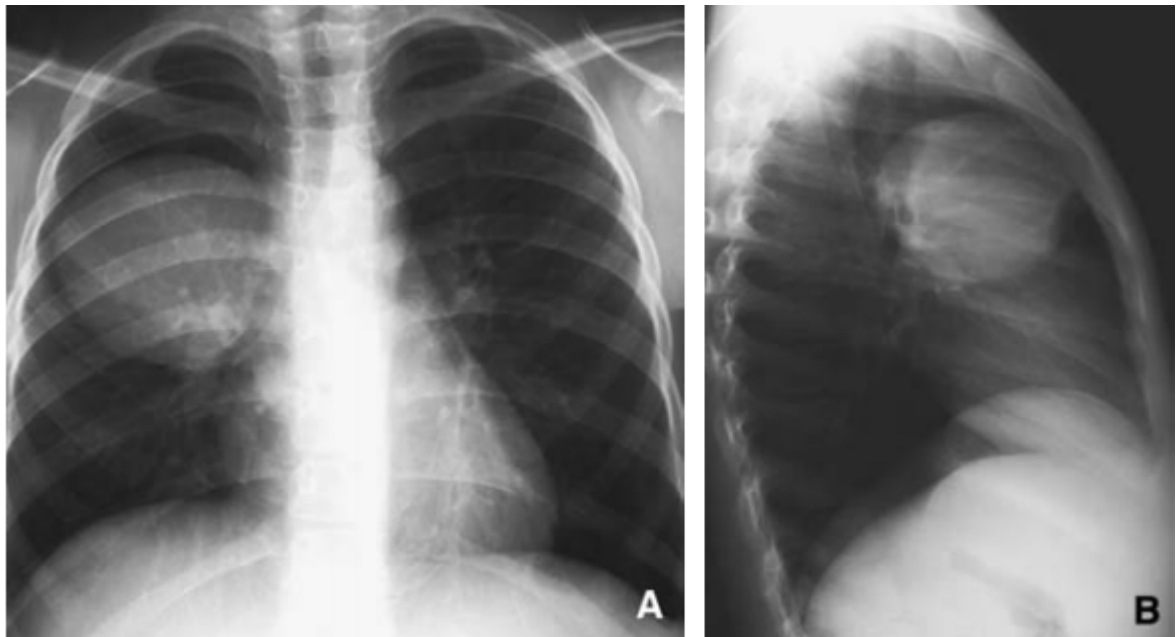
A-B : radiographie thoracique face et profil : kyste hydatique de lobe supérieur du poumon droit [48].
